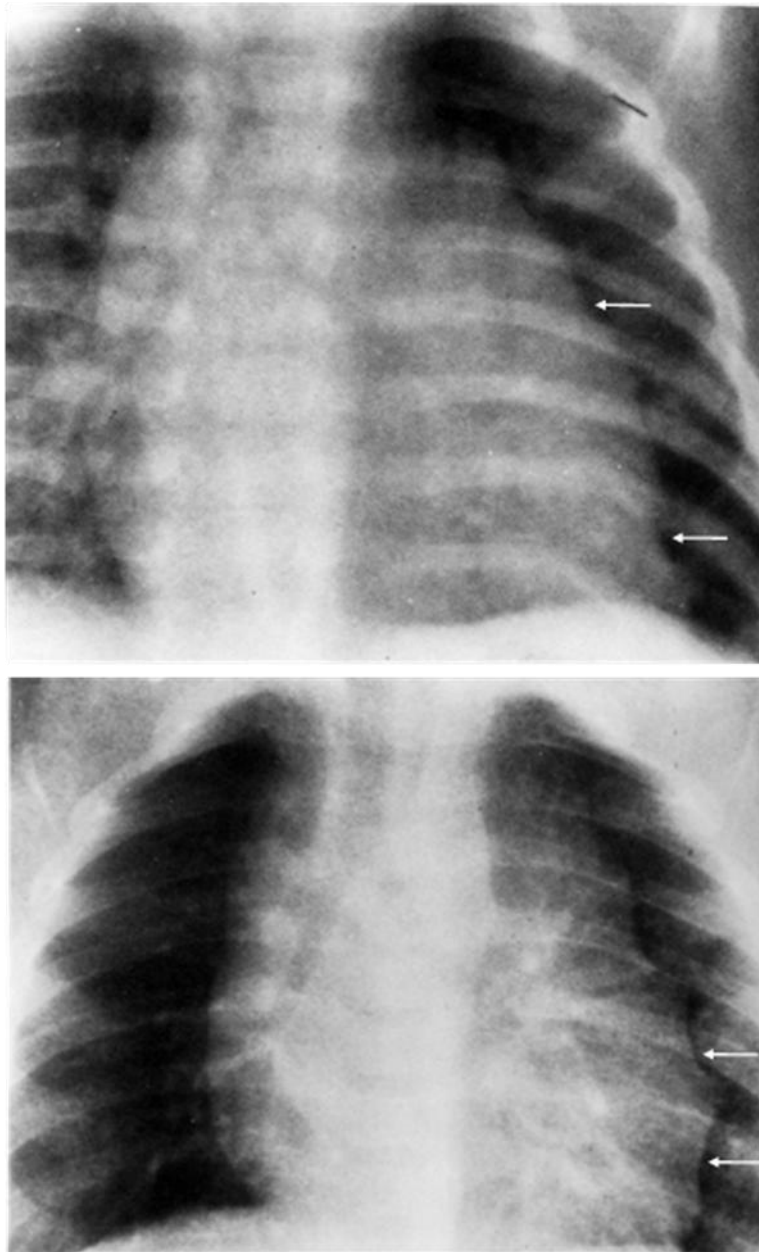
33. Radiografías frontales de tórax de dos pacientes normales con un timo grande que tienen ondulaciones en el contorno izquierdo producidas por la parrilla costal.
